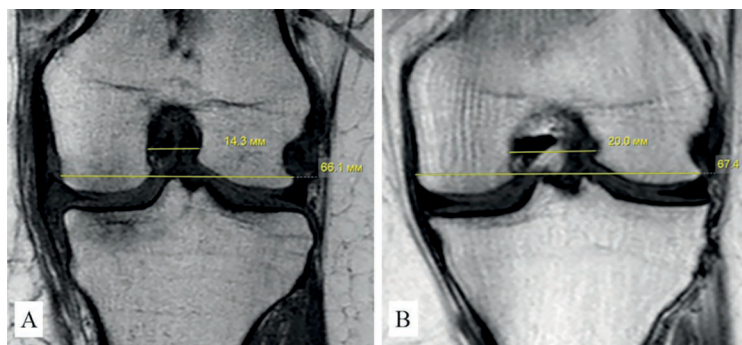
МРТ-сканы коленных суставов в корональной плоскости в режиме T1:
